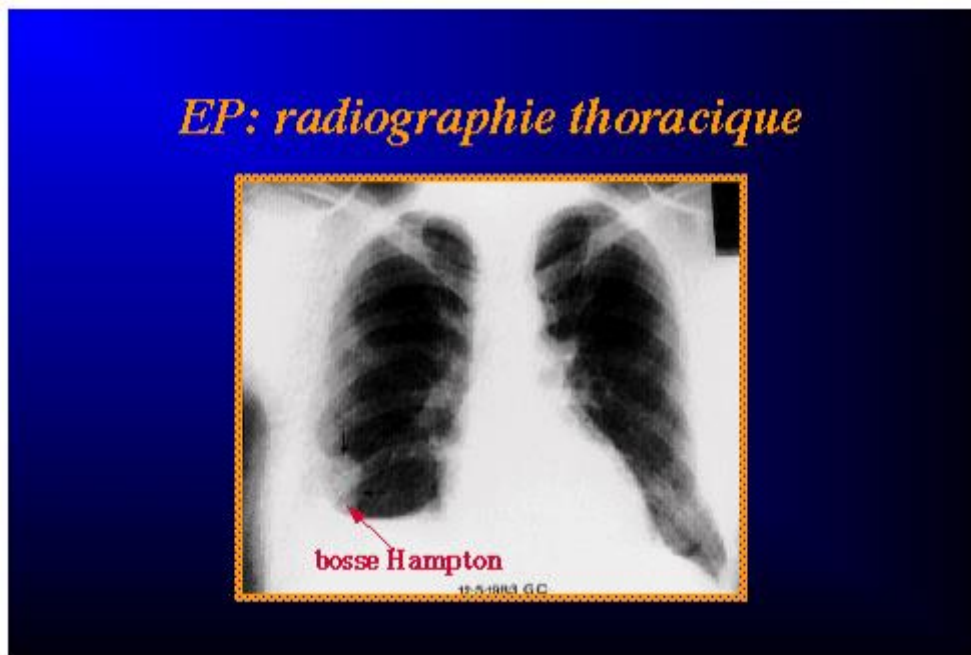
la radiographie apporte rarement des éléments spécifiques au diagnostic d'embolie pulmonaire sauf ici dans le cas d'un infarctus pulmonaire révélé par la bosse de Hampton. [28]
